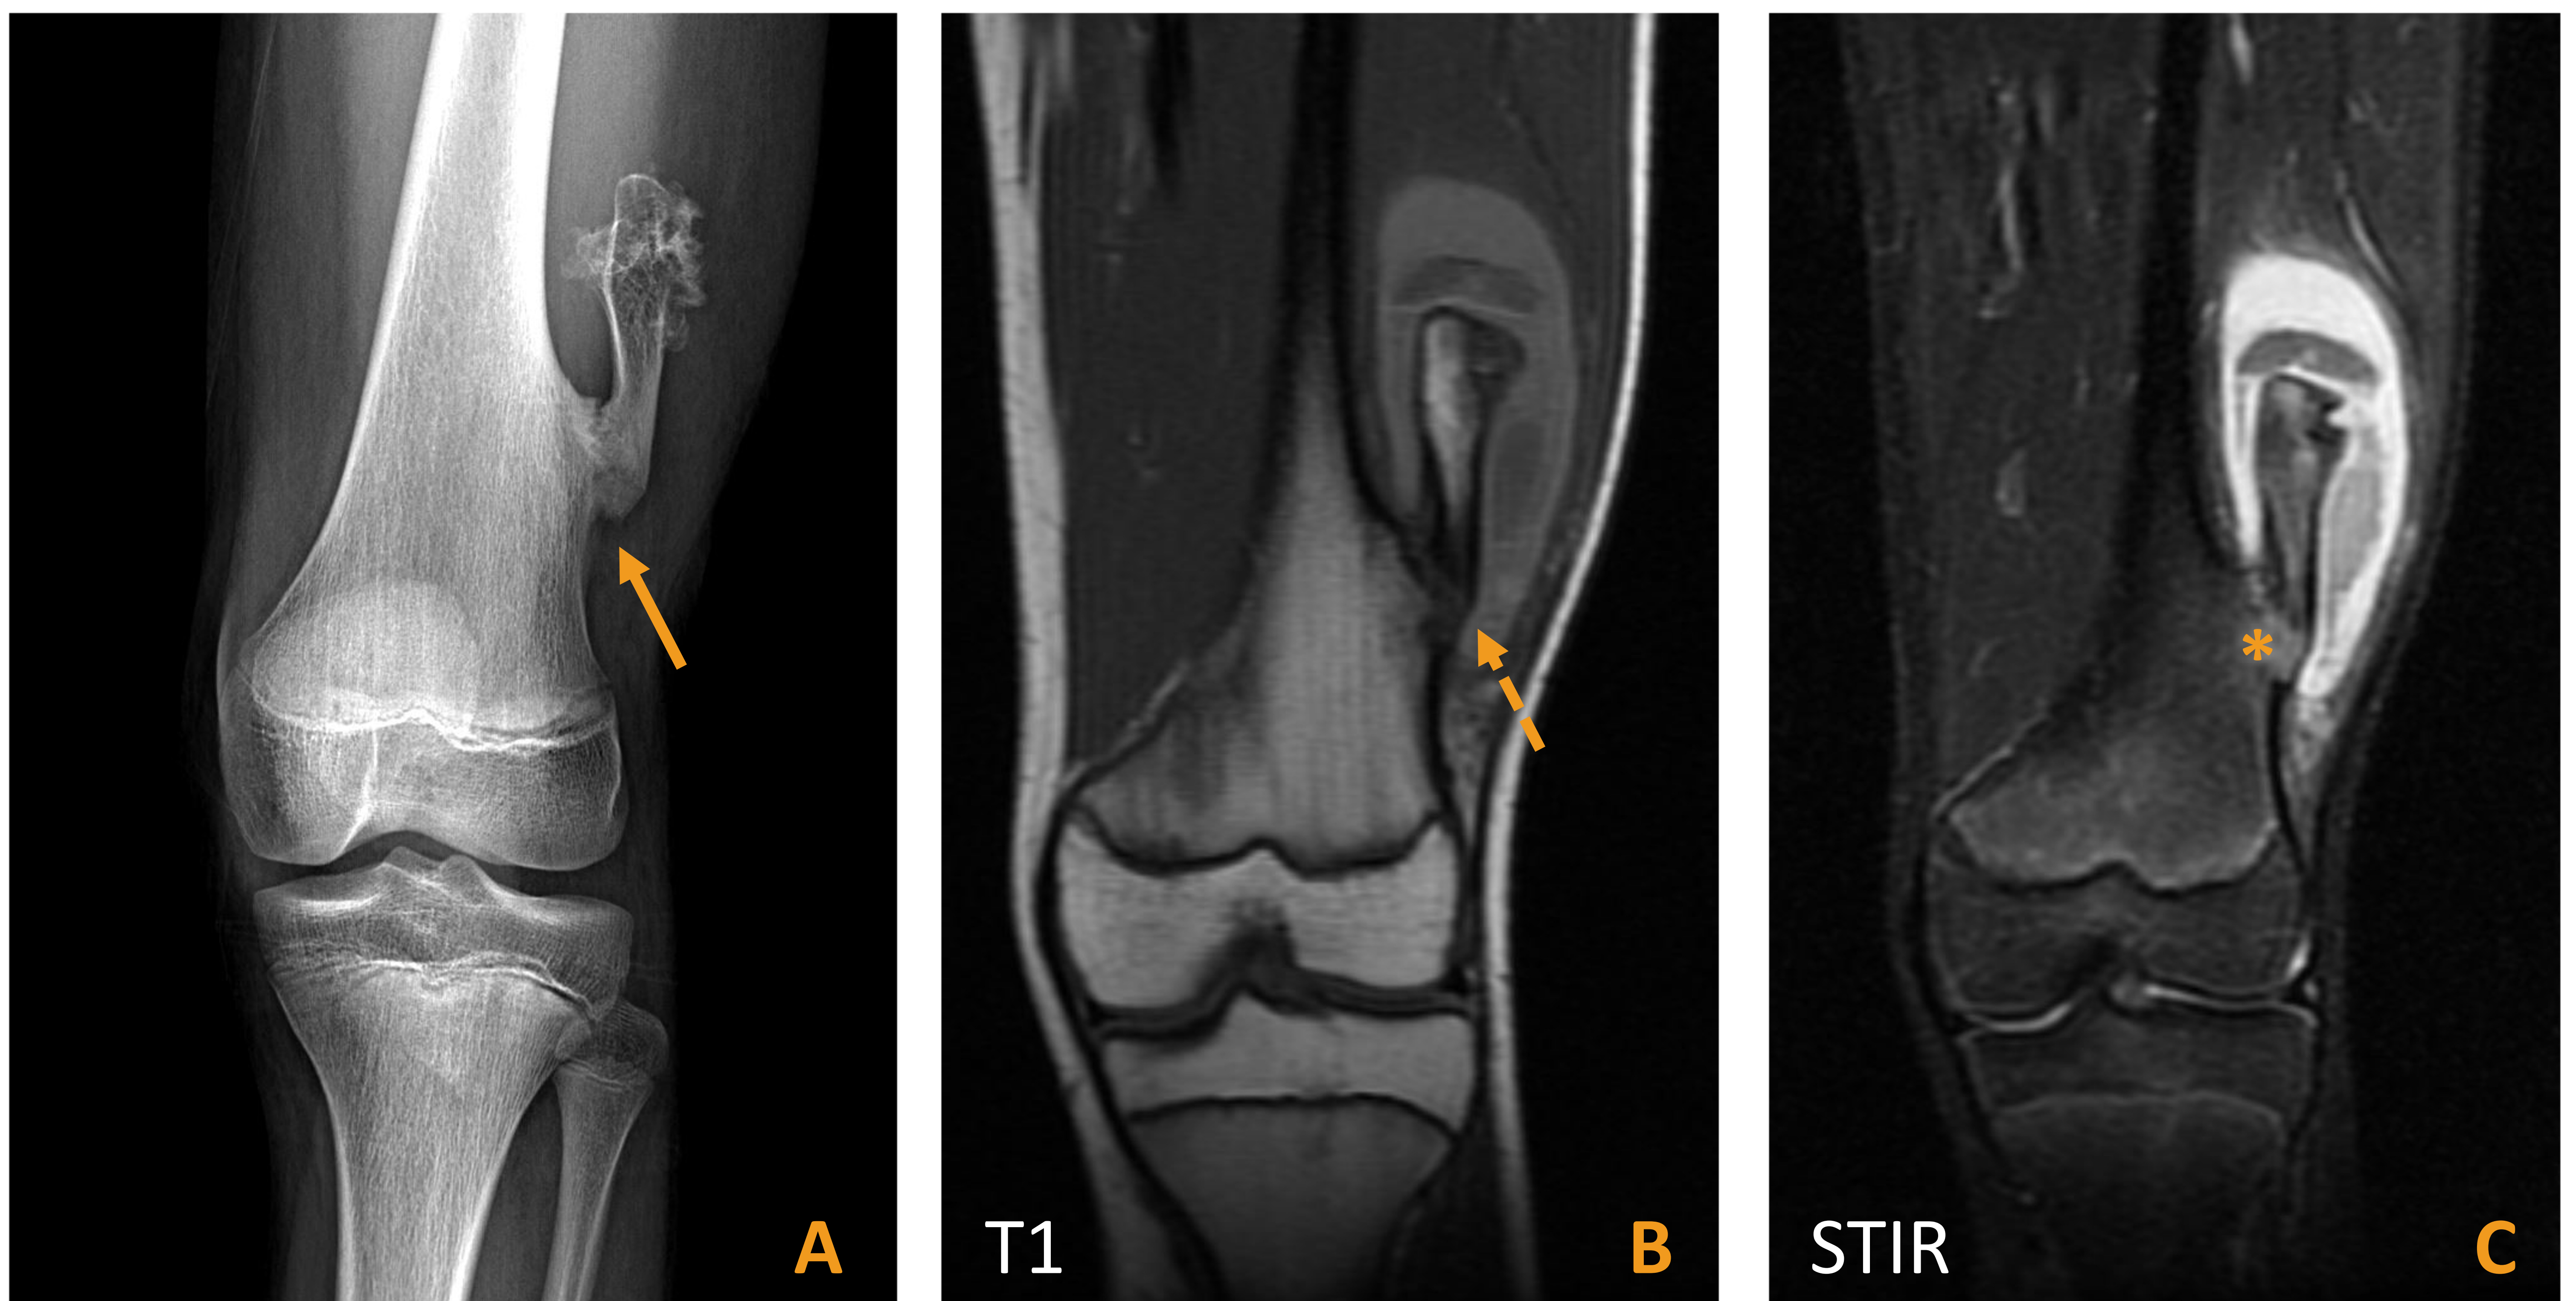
Varón de 14 años con antecedente de OC en la cara lateral del fémur distal izquierdo, que consulta por dolor tras traumatismo. Radiografía simple (A), RM coronal T1 (B) y coronal STIR (C), que muestran el OC femoral distal izquierdo, con un trazo radioluciente en la base (flecha continua), compatible con fractura, que se identifica también en la secuencia potenciada en T1 (flecha discontinua) y se corresponde con una zona de edema óseo en la secuencia STIR (*). Se realizó resección del OC, sin signos de malignidad en el estudio anatomopatológico.
